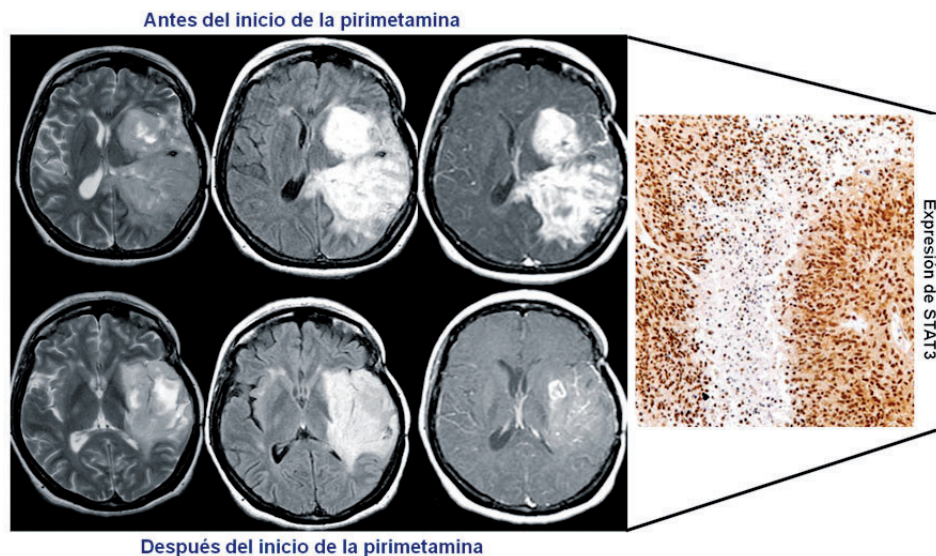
Cortes axiales con información T2, FLAIR y T1 con contraste antes y después de pirimetamina. Comparativamente, se aprecia disminución en el tamaño de la masa, especialmente notorio en la región periventricular y el esplenio del cuerpo caloso. Reducción en el realce con el contraste y en el efecto de masa sobre los ventrículos, con corrección en la desviación de la línea media. Aumento en las áreas de necrosis intratumoral como probable respuesta parcial al tratamiento.
